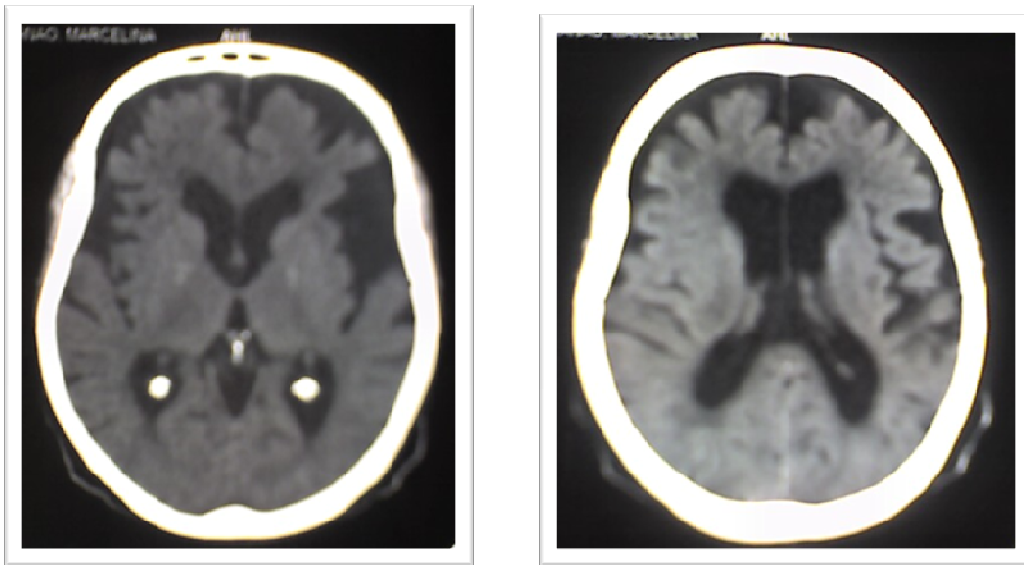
TC Cerebro con Degeneración Frontotemporal (Archivo HUAP).
